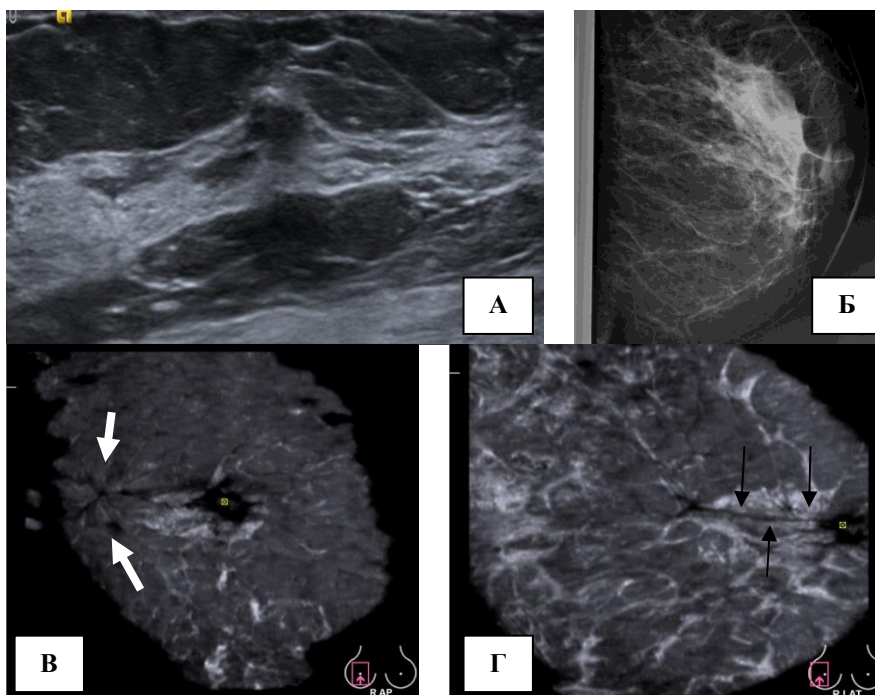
Послеоперационный рубец правой молочной железы: А – сонограмма – гипоэхогенный участок с нечеткими контурами, со слабым эффектом дистальной акустической тени; Б – маммограмма – уплотнение с тяжистыми контурами; В – сонотомограмма, фронтальный срез – участок с лучистыми контурами (обозначен стрелками); Г – сонотомограмма, латеральный срез – гипоэхогенная линия, соответствующая рубцу (обозначена стрелками).
